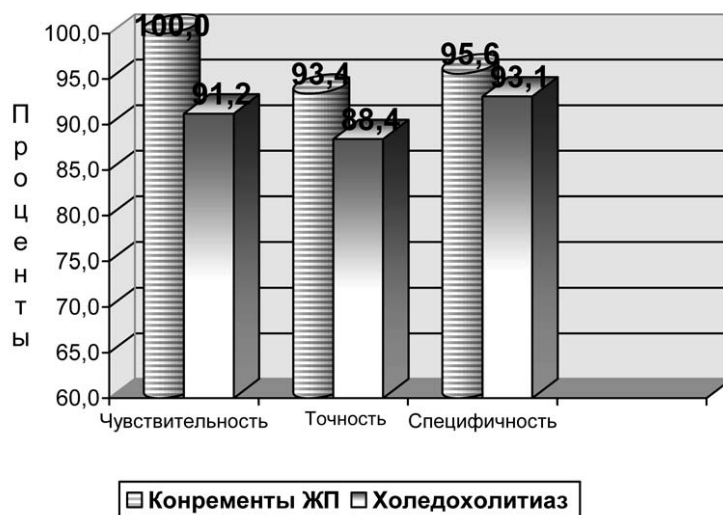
Чувствительность, точность и специфичность МРТ в сочетании с МР-холангиопанкреатографией в выявлении конкрементов желчного пузыря и холедохолитиаза
